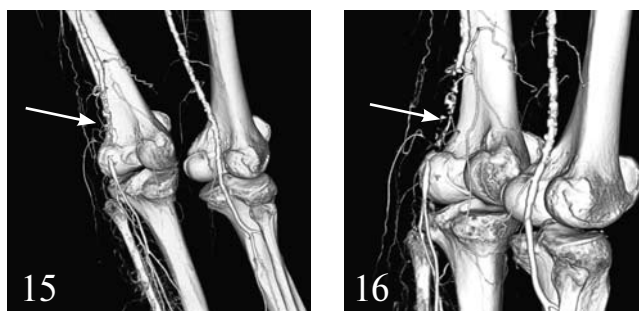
3-D-реконструкция периферических артерий при МСКТ. Окклюзия левой подколенной артерии (стрелка). Множественные атеросклеротические поражения правой бедренной и правой подколенной артерий.
